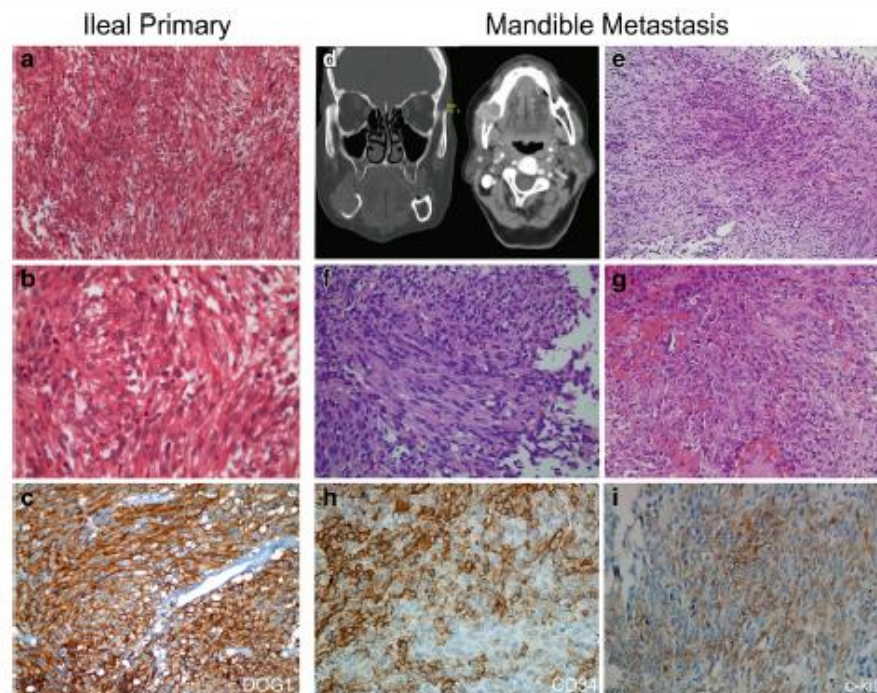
Case no. 1. a, b Ileal tumor was composed of monotonous short fascicles of spindle cells ($\times 200$ and $\times 400$). c Neoplastic cells were positive for DOG1 ($\times 200$). d Computer tomography revealed a solitary mass at the right mandible. e, f Mandibular metastasis of GIST was
